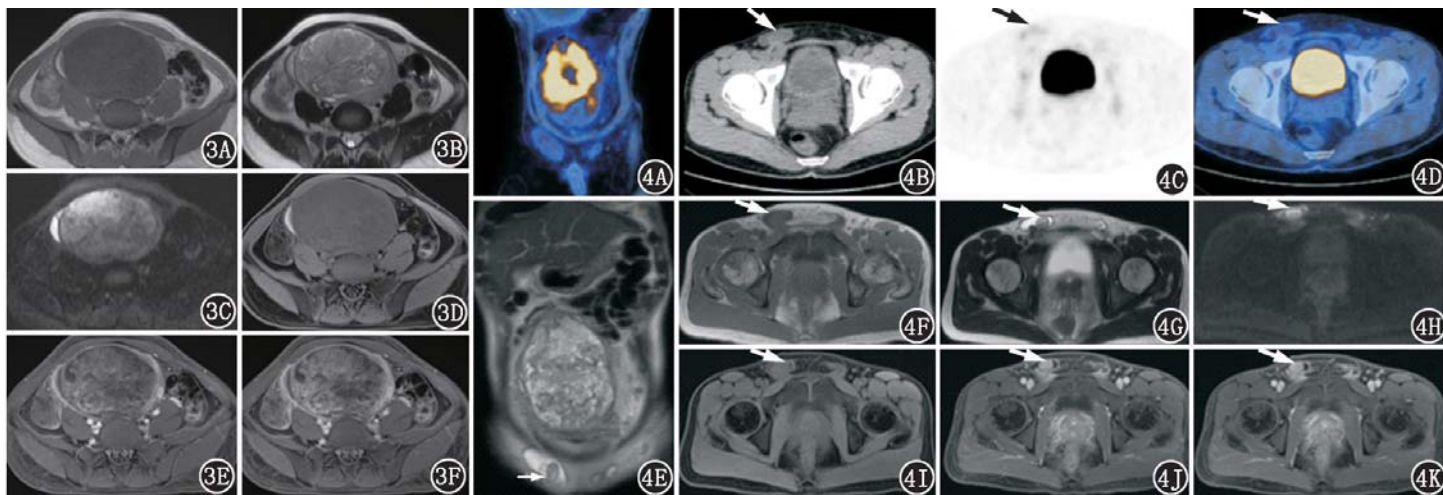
隐睾肿瘤患者(35 岁)腹、盆腔平扫及增强 MRI 图。3A,3B.平扫 T₁ 加权成像(WI)、T₂WI 示病灶内质地不均匀,呈不均匀稍长 T₁、稍长 T₂ 信号肿块影,边界大致清晰;3C.弥散加权成像(DWI)示弥散明显受限;3D.压脂 T₁WI 平扫示肿块右侧缘可见少许“新月”形短 T₁ 信号影,考虑合并出血可能;3E,3F.压脂 T₁WI 动态增强扫描示病灶呈明显不均匀强化,并可见分隔及包膜强化;另外,T₂WI 平扫及 T₁WI 动态增强扫描示肿块右侧肠系膜脂肪间隙浑浊,局部腹膜增厚(3B,3E,3F) 图 4 同一患者¹⁸F-脱氧葡萄糖(FDG)PET/CT 及 MRI 图。4A~4D. PET/CT 图像示双侧阴囊内未见明显睾丸影,双侧腹股沟区见液性密度影(CT 值 7~18 HU),其中右腹股沟管内可见稍高密度结节影(箭头示;CT 值 28~35 HU),代谢轻度增高[最大标准摄取值(SUV_{max})3.6];4E~4K. MRI 示双侧腹股沟管内类圆形液性信号影,右侧腹股沟区可见大小约为 1.8 cm×1.6 cm 的软组织信号结节影(箭头示;4E 为冠状位 T₂WI,4F、4G 分别为横断位 T₁WI、T₂WI,4H 为 DWI,4I 为压脂 T₁WI 平扫,4J、4K 为压脂 T₁WI 增强),DWI 示弥散受限,增强扫描示结节明显强化,考虑可能为发育不良的右侧隐睾,形态较正常偏小;左侧腹股沟未见明显睾丸显影
